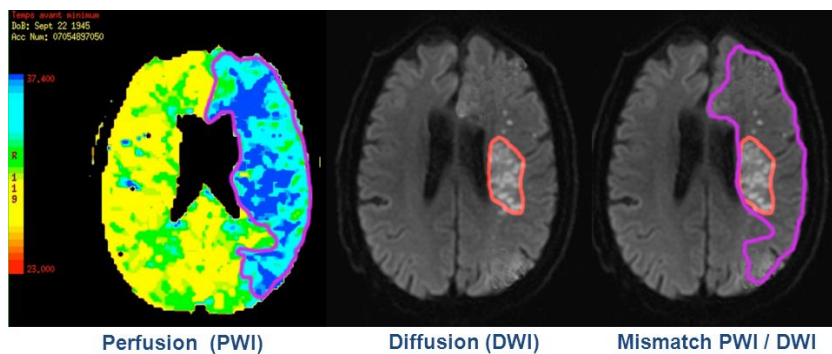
Estudio de RM difusión-perfusión. Tomado de: Drier A, Tourdias T, Attal Y, et al. Ischemic penumbra in acute MCA stroke: comparison of the PWI-DWI mismatch and the ADC-based neurinfarct methods. Presentado en International Society for Magnetic Resonance in Medicina (ISMRM) 19th Annual Meeting and Exhibition. Mayo, 2011.
